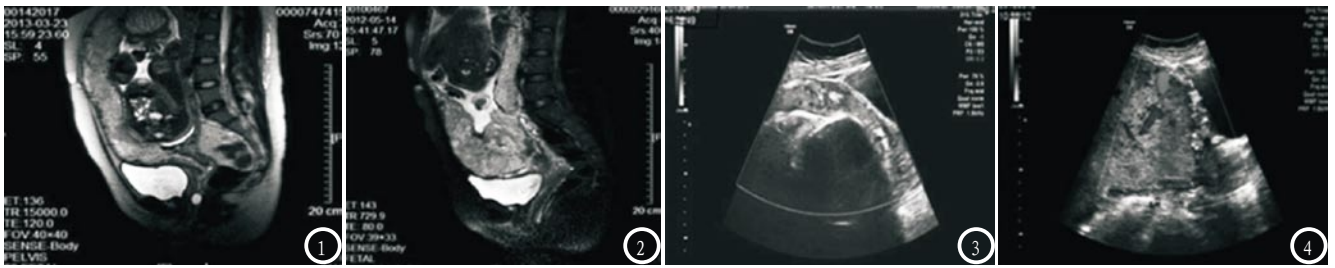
为MRI下PIA的图像表现。图1 子宫下壁胎盘呈结节样突出，边缘毛糙，与肌壁分界不清；图2 子宫前下壁及后壁肌层低信号带部不连续，见少许结节样高信号突入肌层，宫颈管可见部分胎盘组织伸入；图3-4 为US下PIA的图像表现：图3 胎盘内腔隙血流形成，血流丰富，方向紊乱；图4 胎盘增厚与肌层界限不清。
